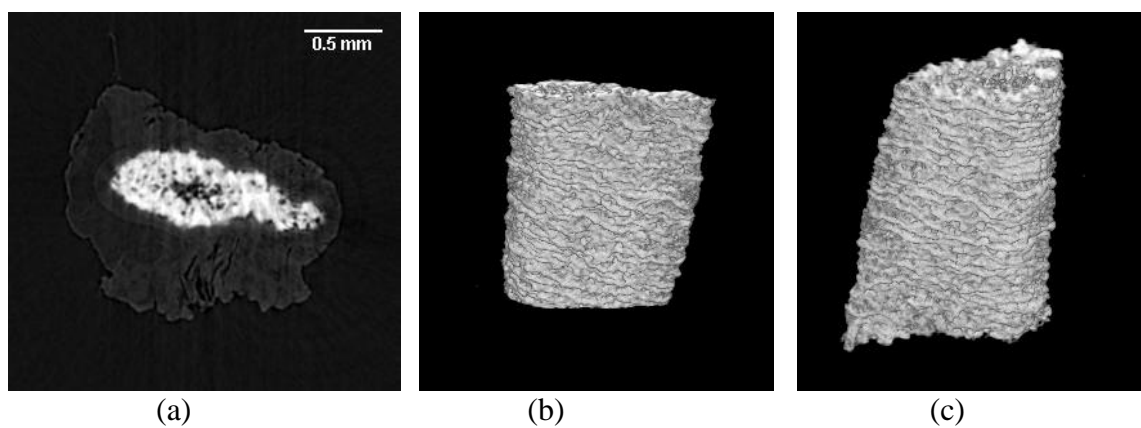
Microtomografia computadorizada de uma amostra ventral do grupo Contr-2. (a) slice central; (b) e (c) imagens 3D em diferentes orientações.
